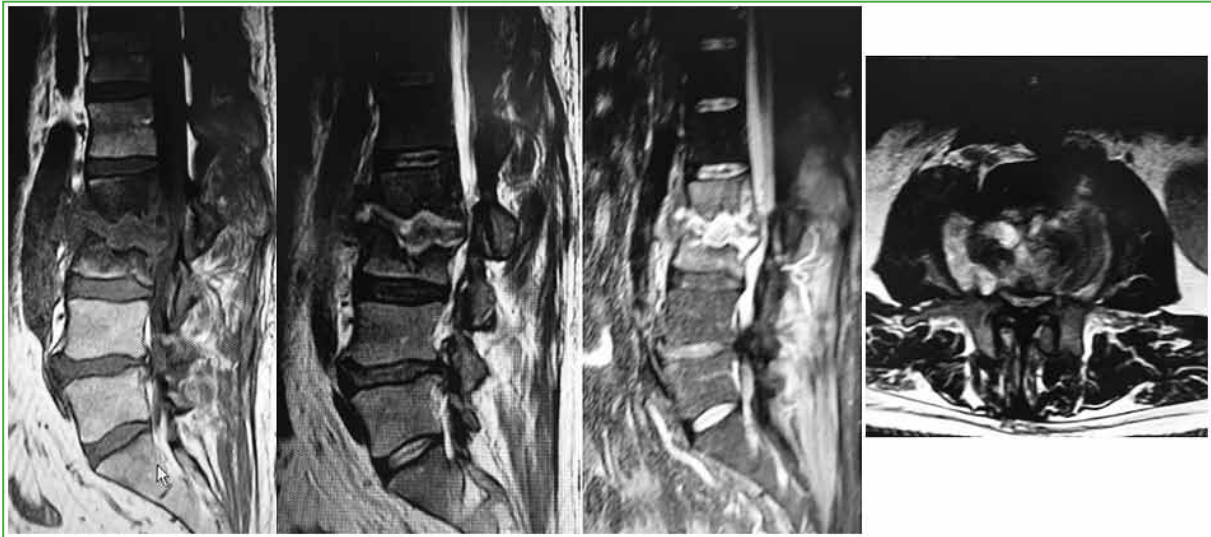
Caso 35. Resonancia magnética, cortes sagitales ponderados en T1, T2 y T2 con medio de contraste, y axial ponderado en T2. Define como L2-L3, A, C2, O2, + (Región: L2-L3, Ubicación: anterior, Compromiso: comprime el contenido, Asociación: infección del disco y hueso, Perivertebral: lateral/psoas).
